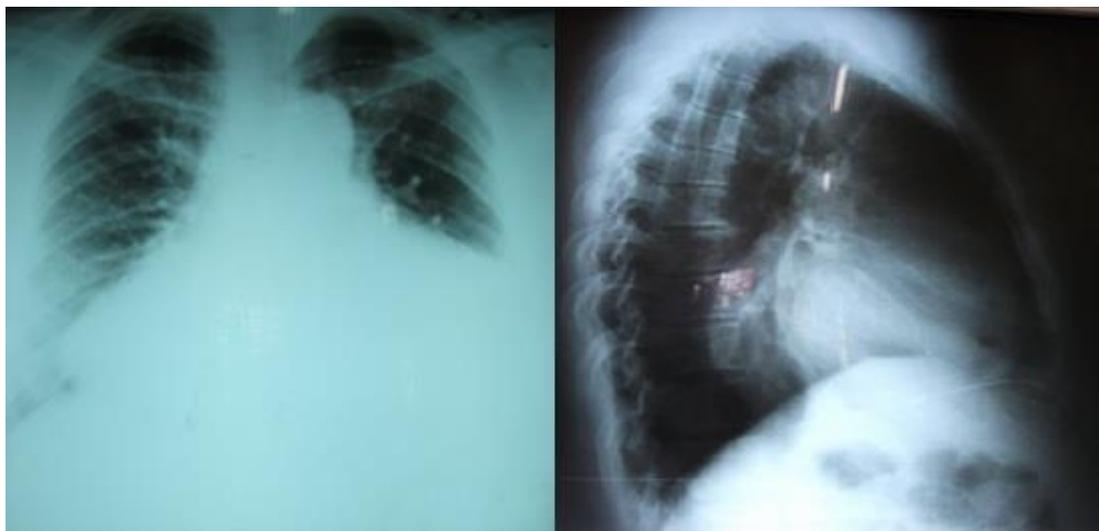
Radiografías de Tórax Postero-Anterior y Lateral:
